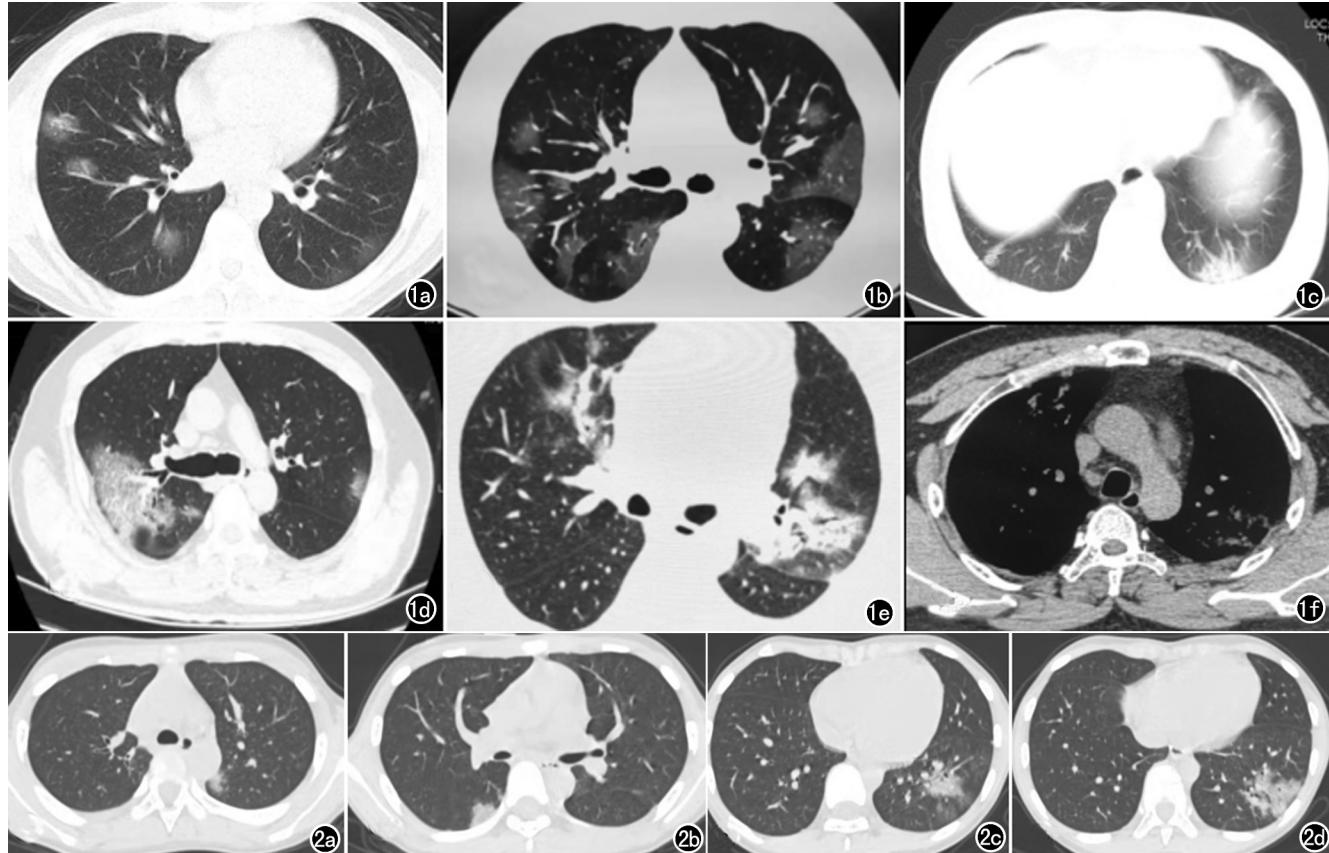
2019-nCoV肺炎确诊患者首次CT检查表现。a)双肺GGO结节，可见血管充血、增粗、穿行；b)双肺胸膜下节段性GGO结节伴血管充血、增粗、穿行；c)左下肺胸膜下实变结节伴支气管充气征及血管增粗、穿行，右下肺少许纤维化病灶；d)右肺大片GGO伴小叶间隔增厚，可见“铺路石”征，右侧胸腔少量积液；e)可见较多实变、GGO及纤维化病灶，可见支气管充气征；f)与图e为同一病例，可见纵隔淋巴结增大。
